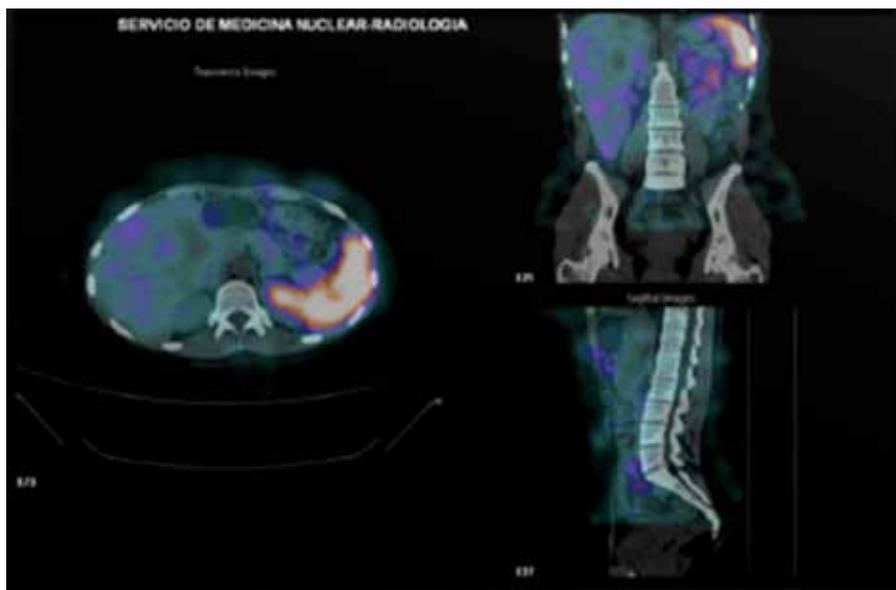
SPECT abdominal fusionado con TC que evidencia ausencia de enfermedad.
